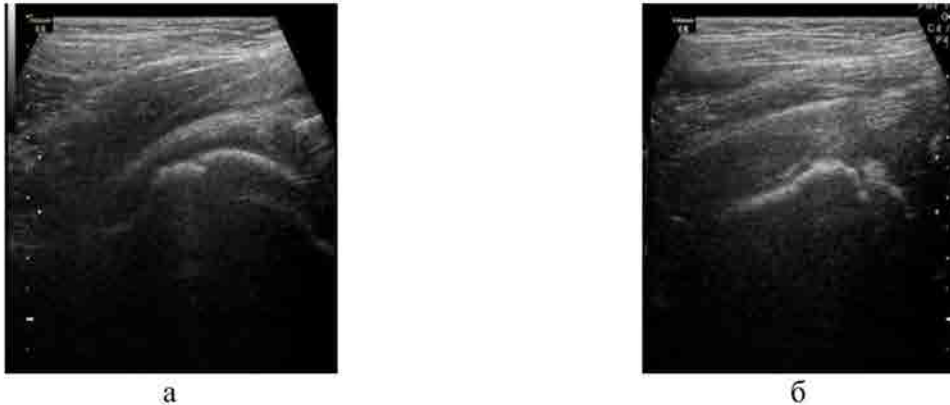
Сонограммы пациента П. 8 лет с АН головки правой бедренной кости, УЗИ при поступлении: а, б – синовит правого тазобедренного сустава, неровность контура эпифиза бедренной кости
